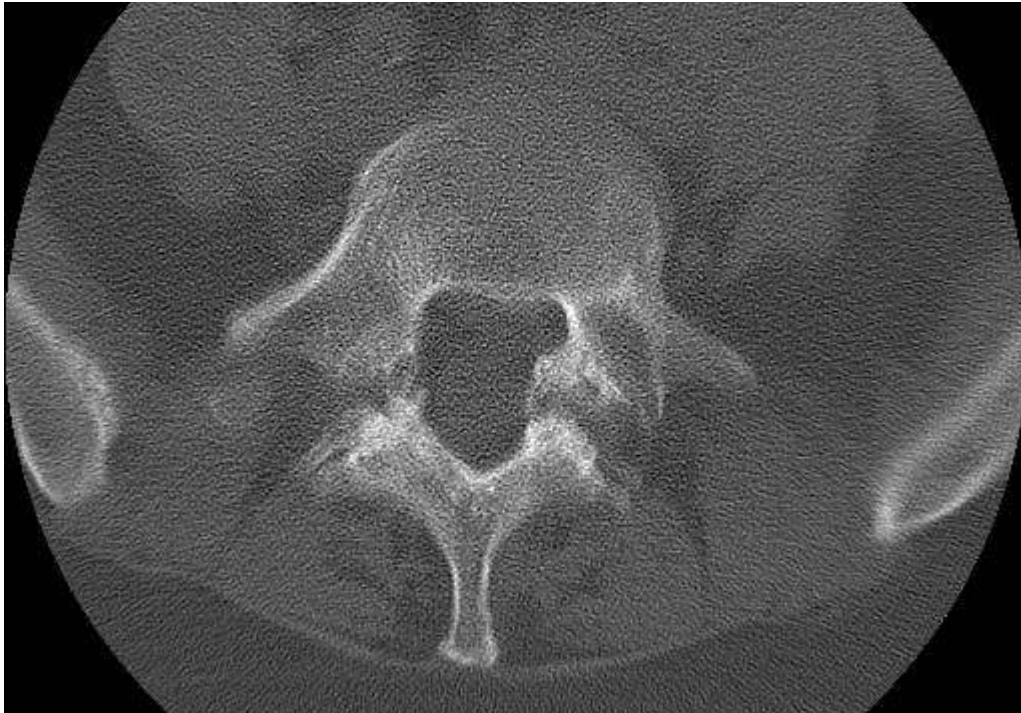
Centralna ruptura anulusa, CT diskografija.
